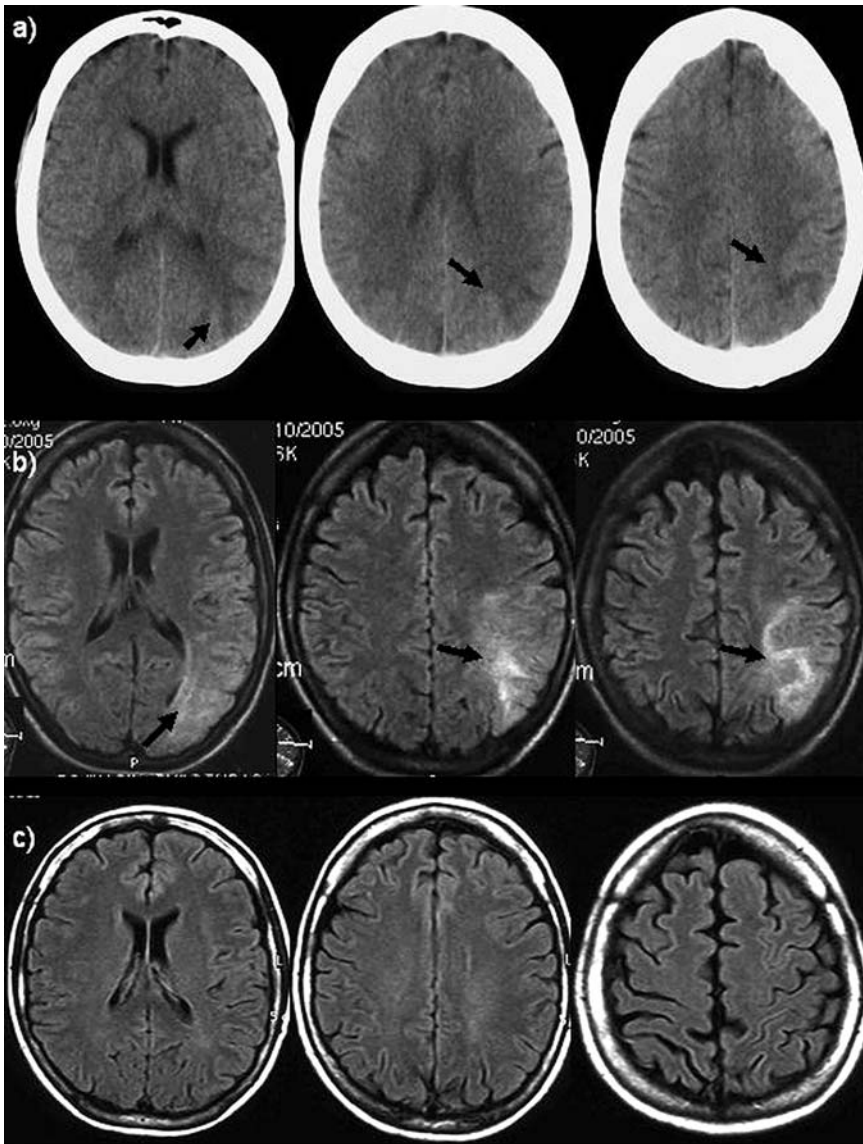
a) Computertomographie nativ, ein Tag nach dem Tauchunfall: Linksseitige, subkortikale, parieto-okzipitale Hypodensitäten im Sinne eines Hirnödems ohne Mittellinienverlagerung (Pfeile), b) MRT, 2 Tage nach Ereignis: In der T2-FLAIR-Sequenz linksseitige, subkortikale, parieto-okzipitale (Pfeile) sowie geringe diffuse rechtsseitige Signalanhebungen. c) MRT, 14 Tage nach Ereignis: Unauffällige T2-FLAIR-Sequenz. FLAIR = Fluid-Attenuated-Inversion-Recovery; MRT = Magnetresonanztomographie.
